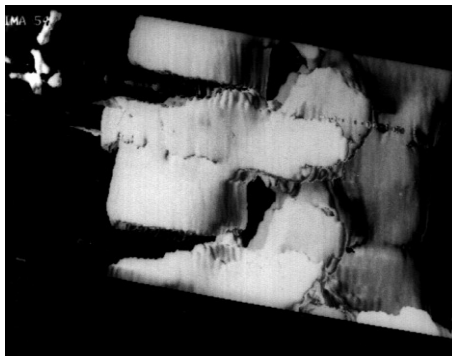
Rtg 4, wybuchowe złamanie L_4 w 3-D obrazie CT
